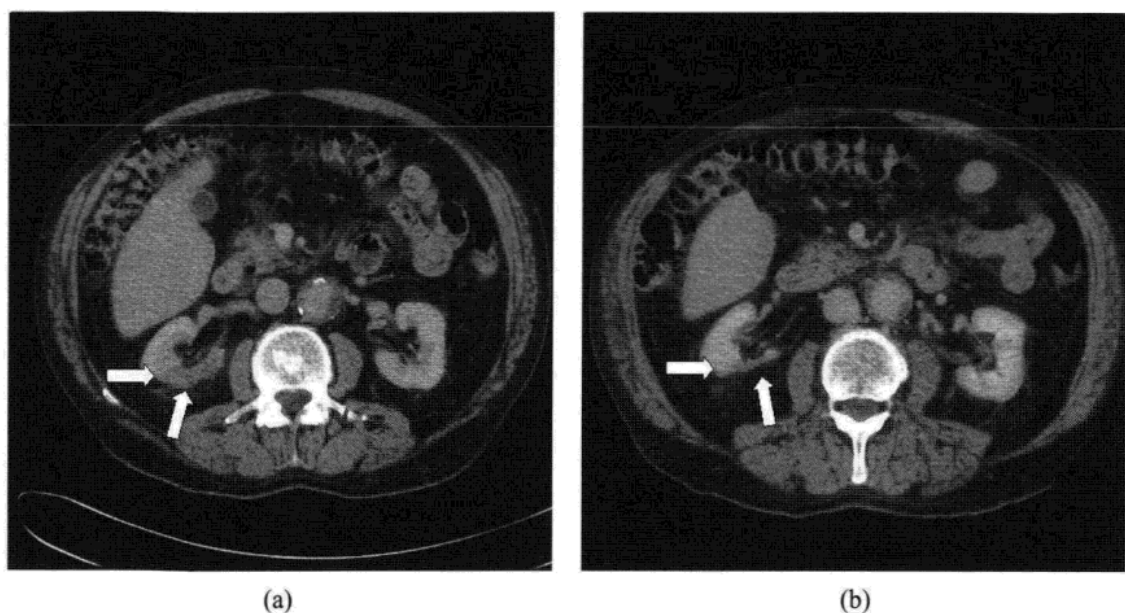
肾梗死。女性，66 岁，右侧腹痛，CT 平扫见右肾低密度影(箭标) (a)。图 10.5b 半年后 CT 平扫随访。
